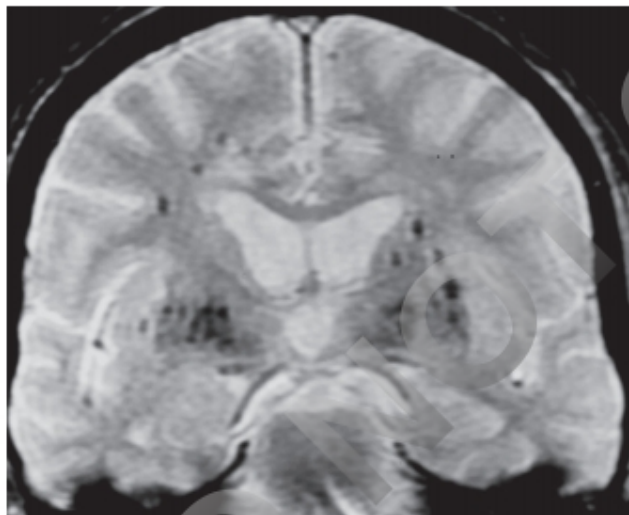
Figura e18.6 Parkinsonismo vascular. RM en secuencia eco de gradiente. Numerosas lagunas que contienen hemosiderina en los ganglios de la base y subcorticales en un paciente hipertenso.
